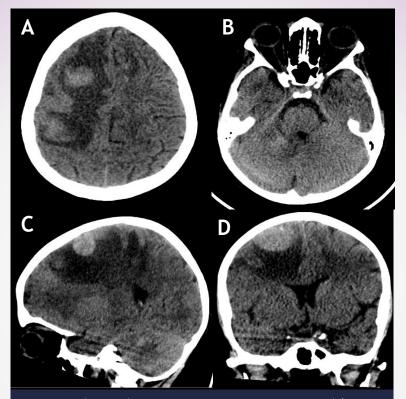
TC de cerebro sin contraste EV, cortes axial (A y B), sagital (C) y coronal (D), donde se observan múltiples lesiones expansivas redondeadas, espontáneamente hiperdensas, de localización corticosubcortical frontal bilateral y en hemisferio cerebeloso derecho, asociadas a importante edema perilesional con efecto de masa sobre el parénquima adyacente.
